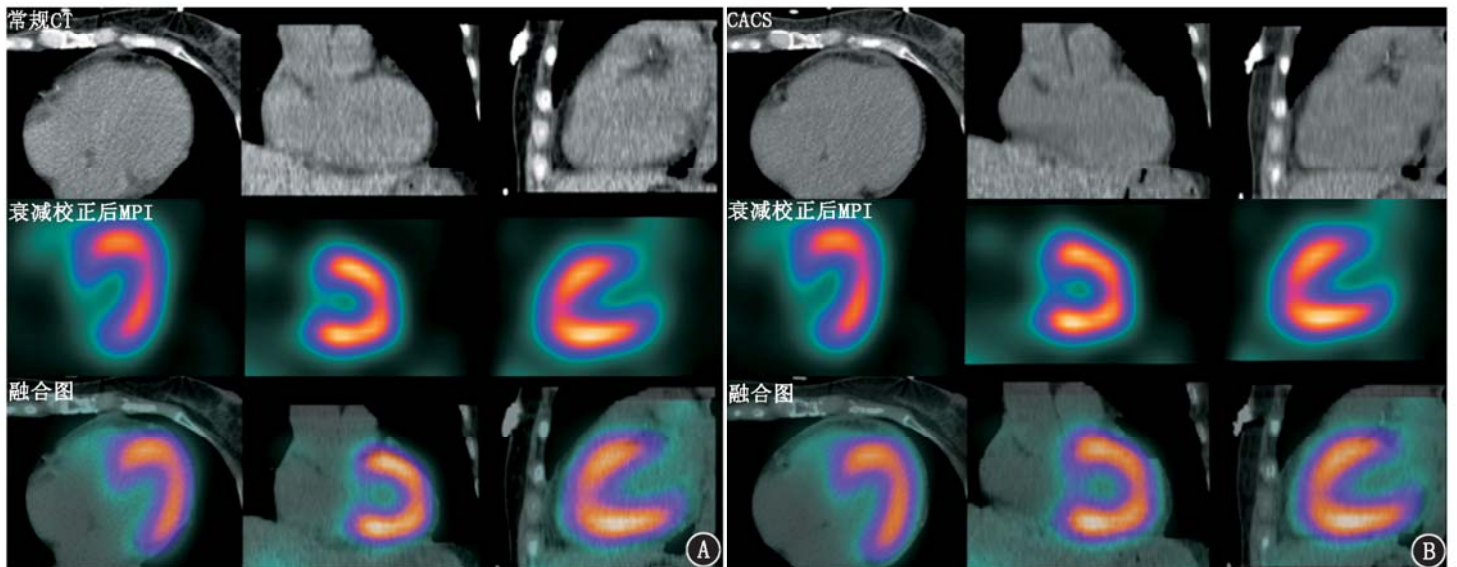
心前区疼痛就诊患者(男,61 岁)影像学检查图。A.采用常规非门控心肌灌注显像(MPI)衰减校正;B.采用门控心脏冠状动脉钙化积分(CACS)扫描衰减校正。CACS 图像较常规 CT 图像边缘更清晰锐利;常规衰减校正后与 CACS 衰减校正后的 MPI 图像未见明显不同;MPI 与常规 CT(或 CACS 图像)融合过程经手动平移获得良好的配准
